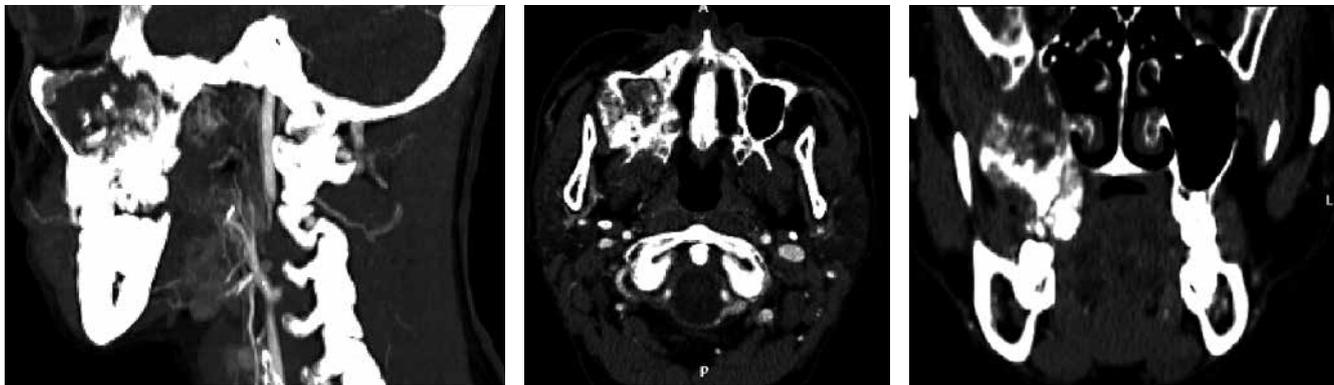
Компьютерная томография. Опухолевое поражение тела верхней челюсти справа с признаками распространения на альвеолярный, небный отростки, правый крыловидный отросток клиновидной кости
